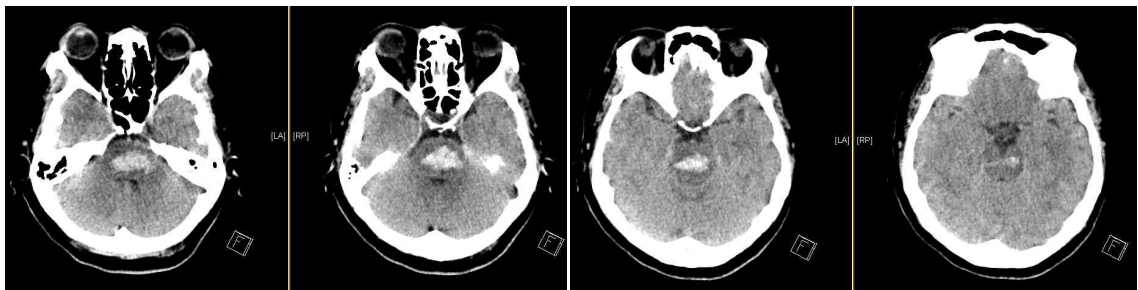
CT images demonstrate pontine hemorrhage.
